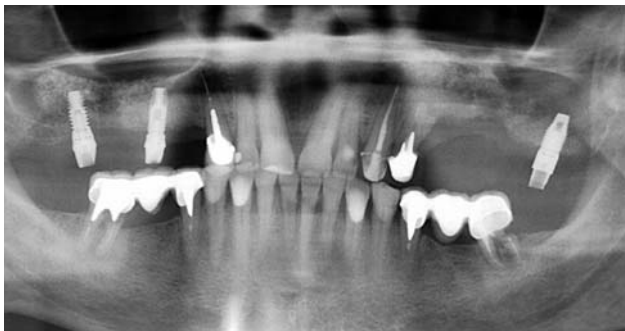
Панорамная рентгенография пациента У. до начала лечения.
